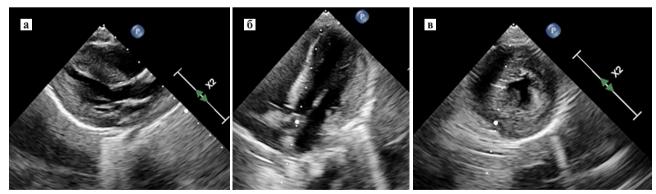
Данные эхокардиографии в возрасте 8 мес.
